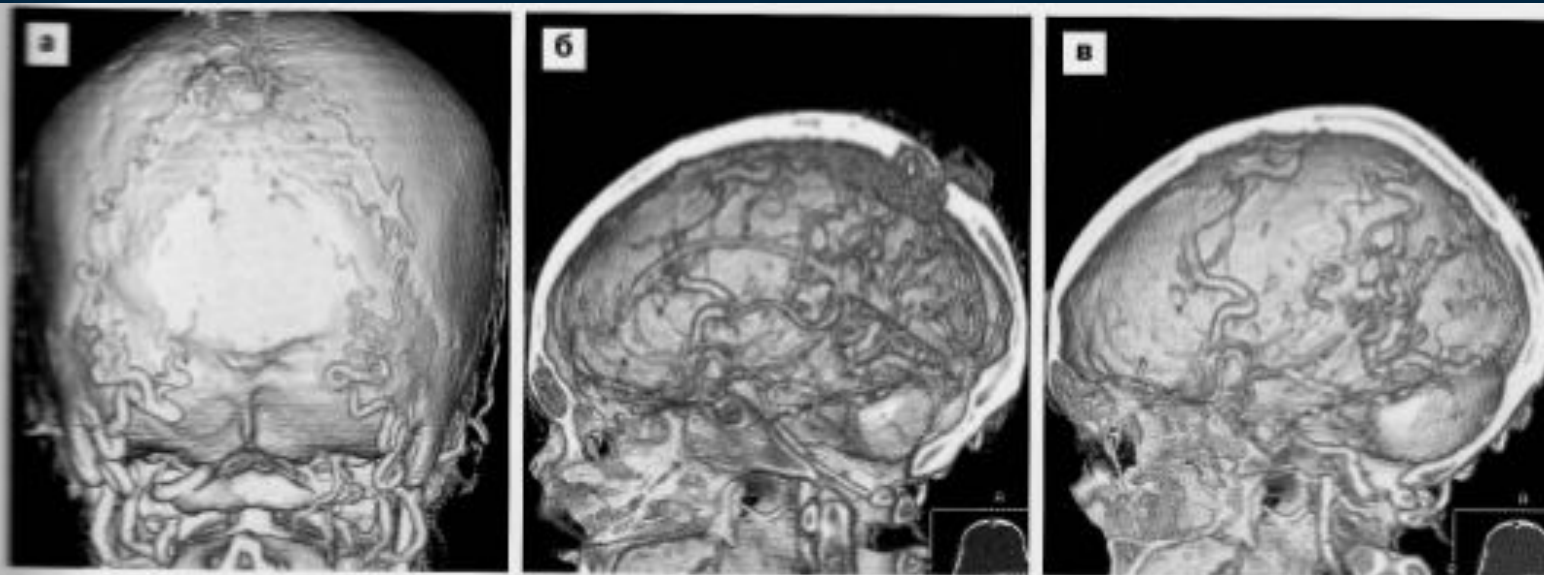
ДАВФ теменной области. КТ-АГ, 3D-реконструкция, а — вид сзади, б, в — вид сбоку изнутри, выявляет большое количество патологически расширенных экстра- и интракраниальных сосудов.
